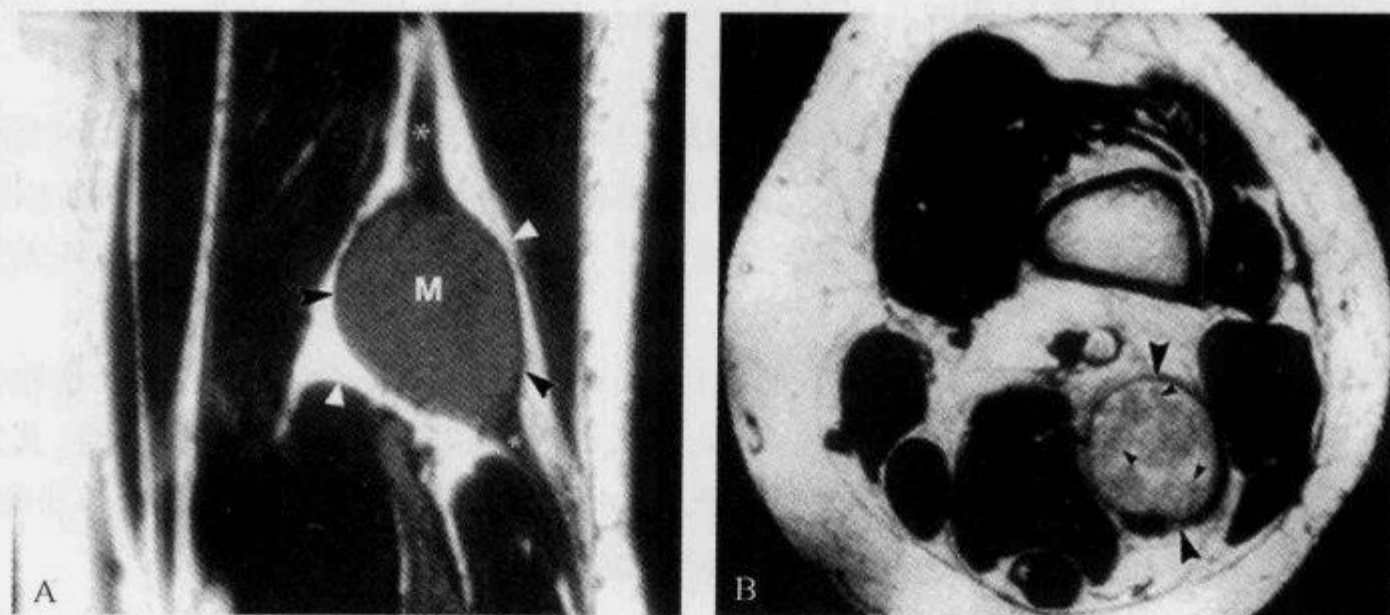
MRI 示“脂肪劈裂征”及“束状征”
